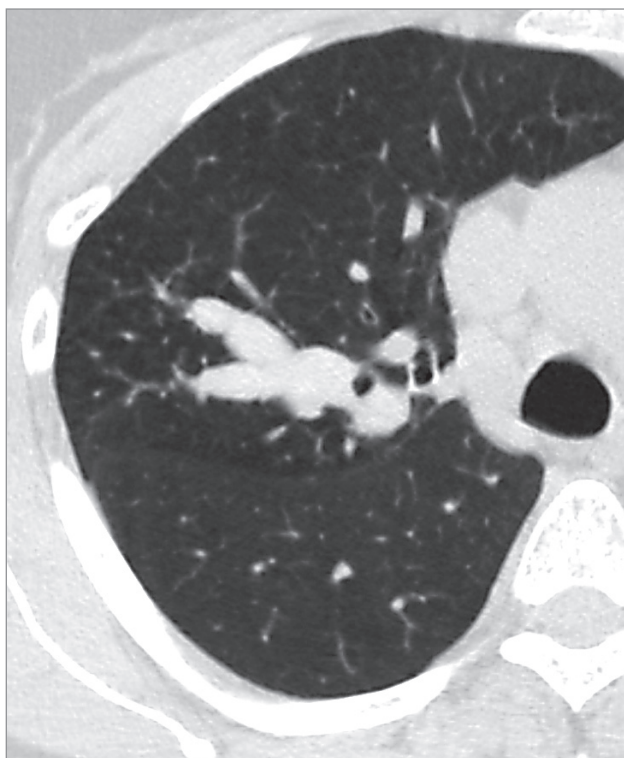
Ретенционная киста при аллергическом бронхолегочном аспергиллезе, компьютерная томография высокого разрешения
